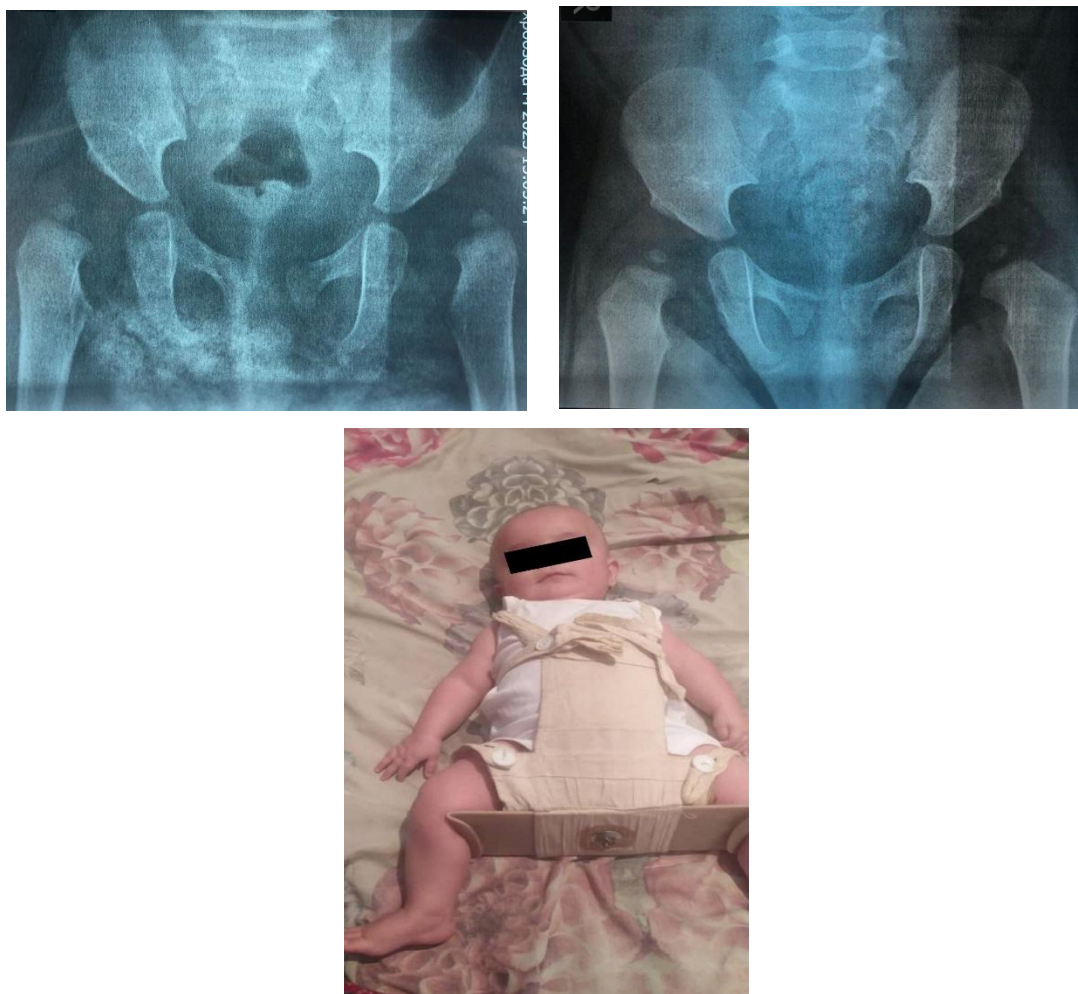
Пример лечения шиной ЦИТО с неудовлетворительным результатом. Обозначения: а – рентгенограмма до лечения – определяется двухсторонний вывих; б – рентгенограмма после лечения – определяется двухсторонний вывих; в – фото больной в шине ЦИТО.
